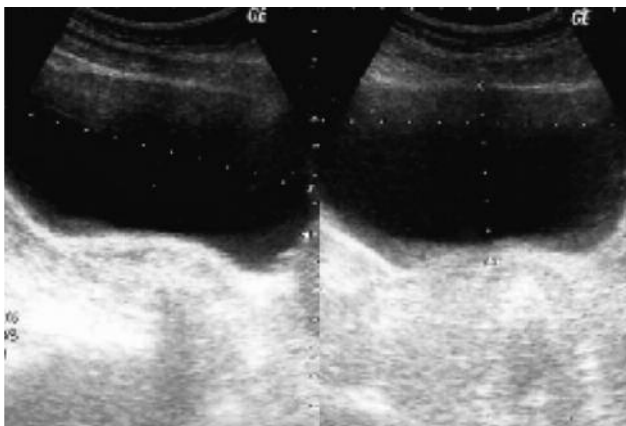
КТ-скани пацієнта з повним і опорожненим сечовим бульбашкою
